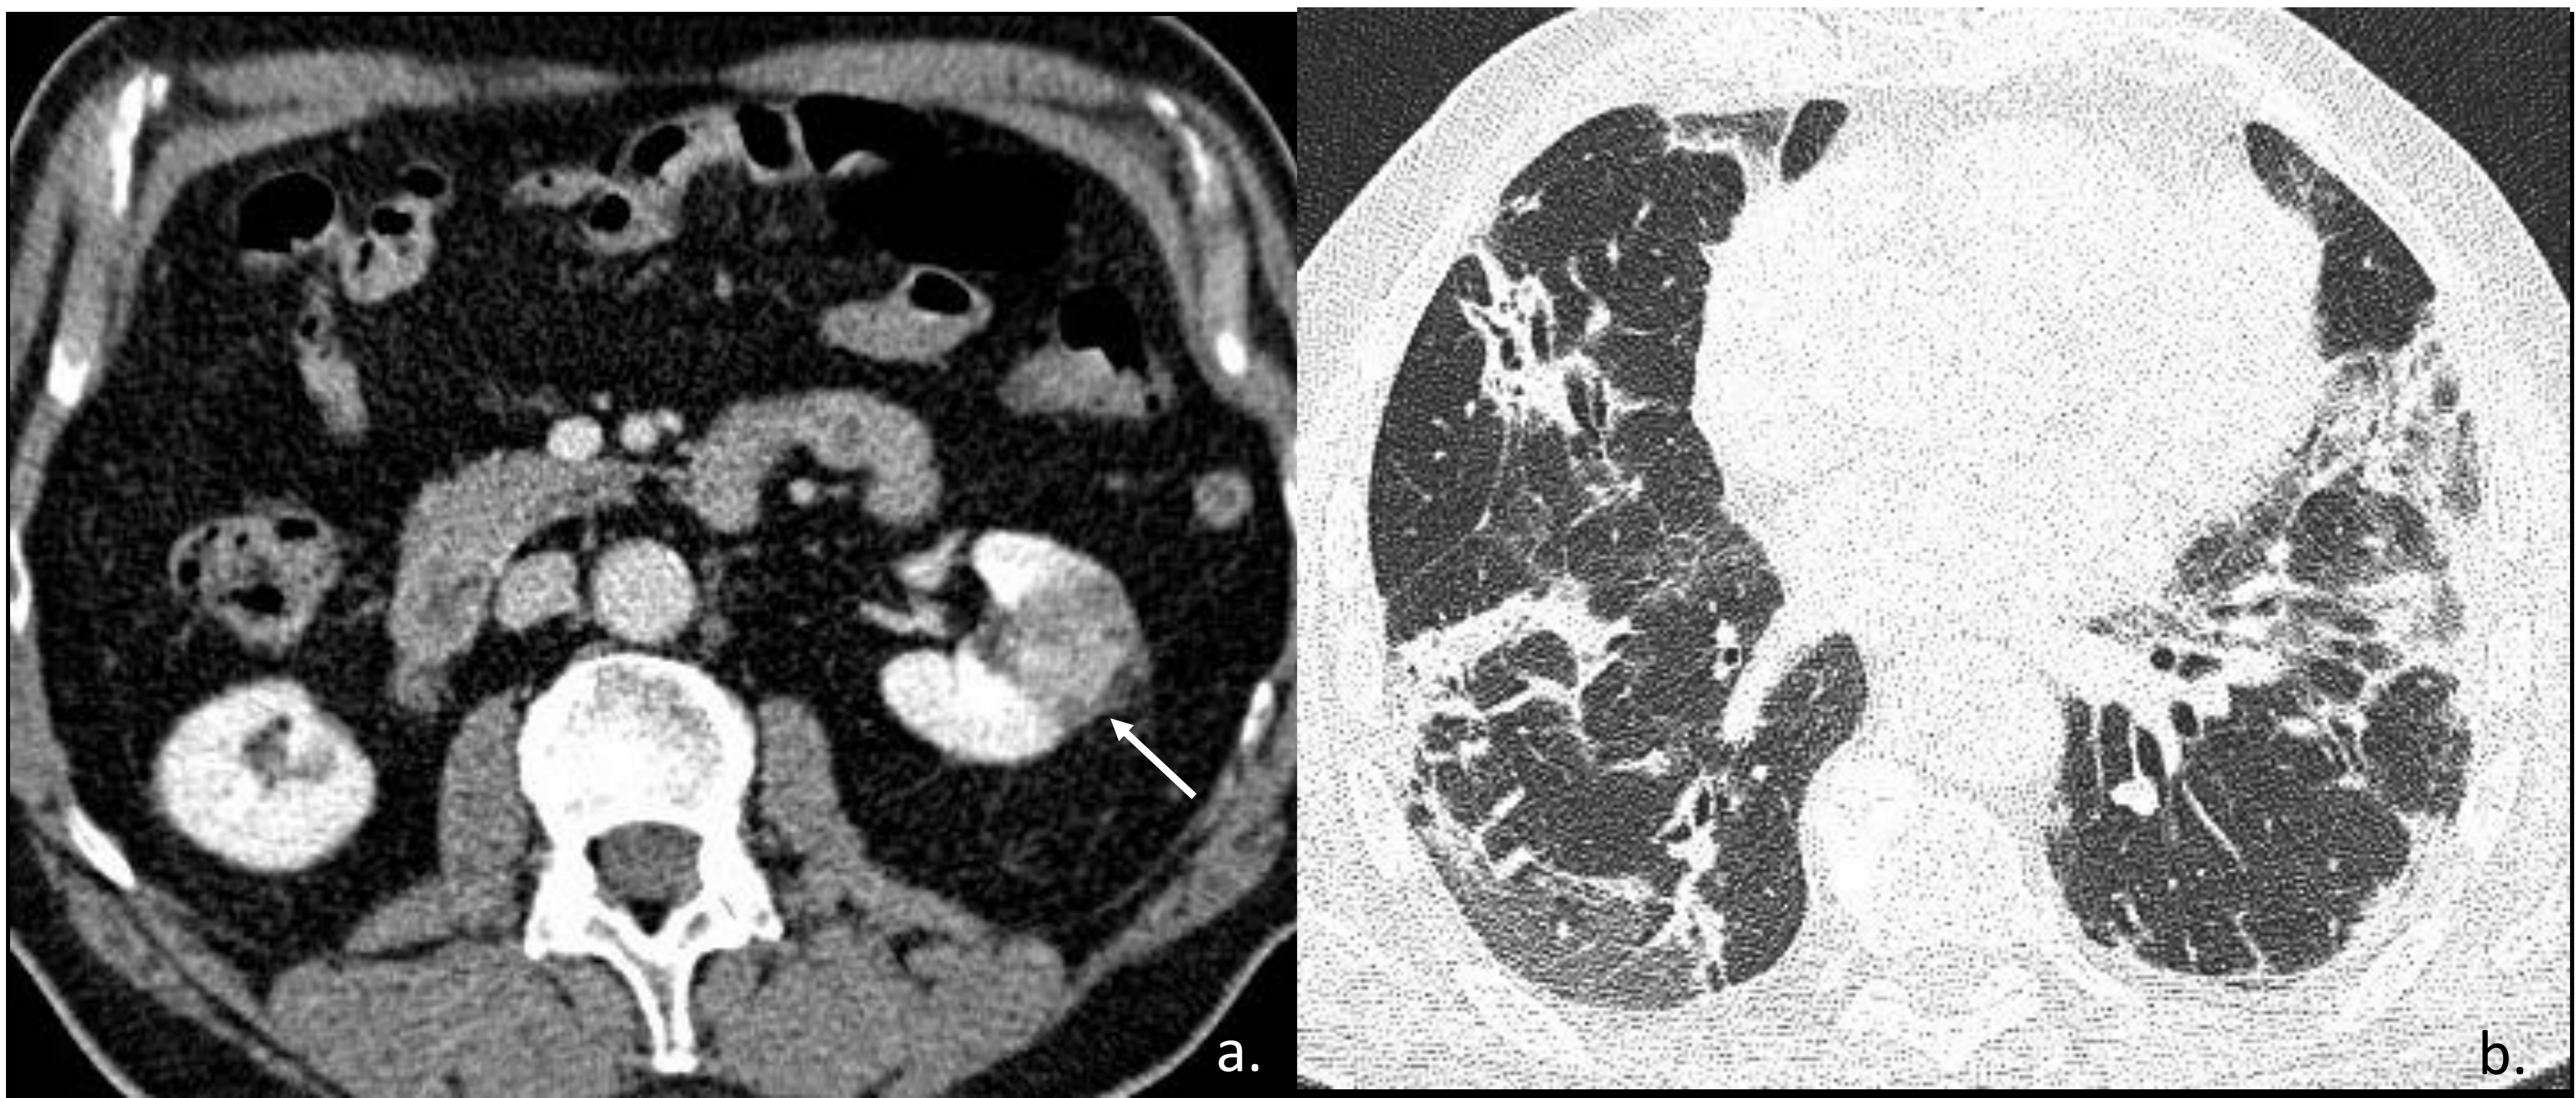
Varón de 78 años con afectación pulmonar por COVID-19, presenta dolor abdominal agudo, deterioro de función renal y elevación Dímero-D. TC abdominal con contraste iv (a). Infarto renal izquierdo (flecha). Ventana de pulmón a nivel de campos inferiores muestra patrón en empedrado, bandas subpleurales y bronquiectasias.
